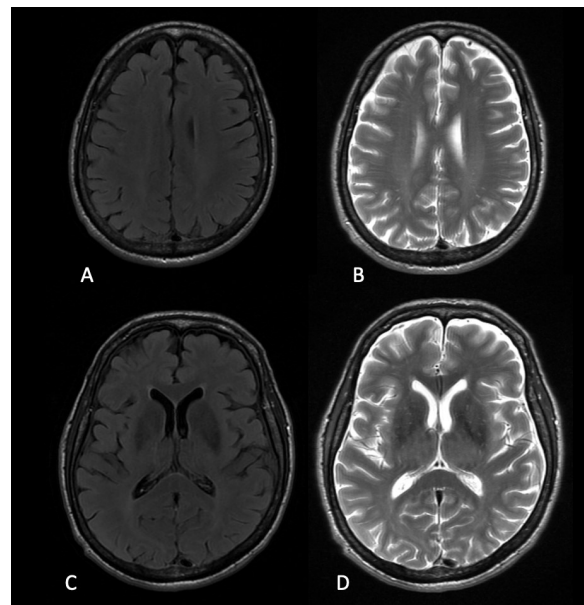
A y C. Imágenes ponderadas en FLAIR; B y D. Imágenes ponderadas en T2. No se documentan lesiones supratentoriales.
